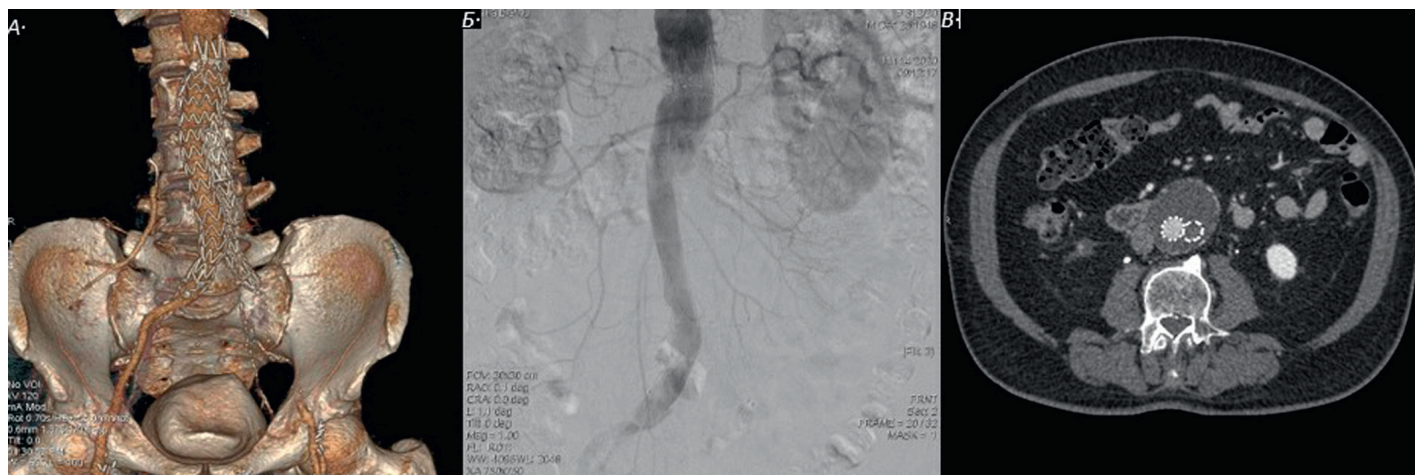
Тромбоз левой бранши стент-графта: А — 3D КТ-ангиография брюшного отдела аорты, Б — транскатетерная ангиография брюшного отдела аорты, В — аксиальный срез МСКТ
